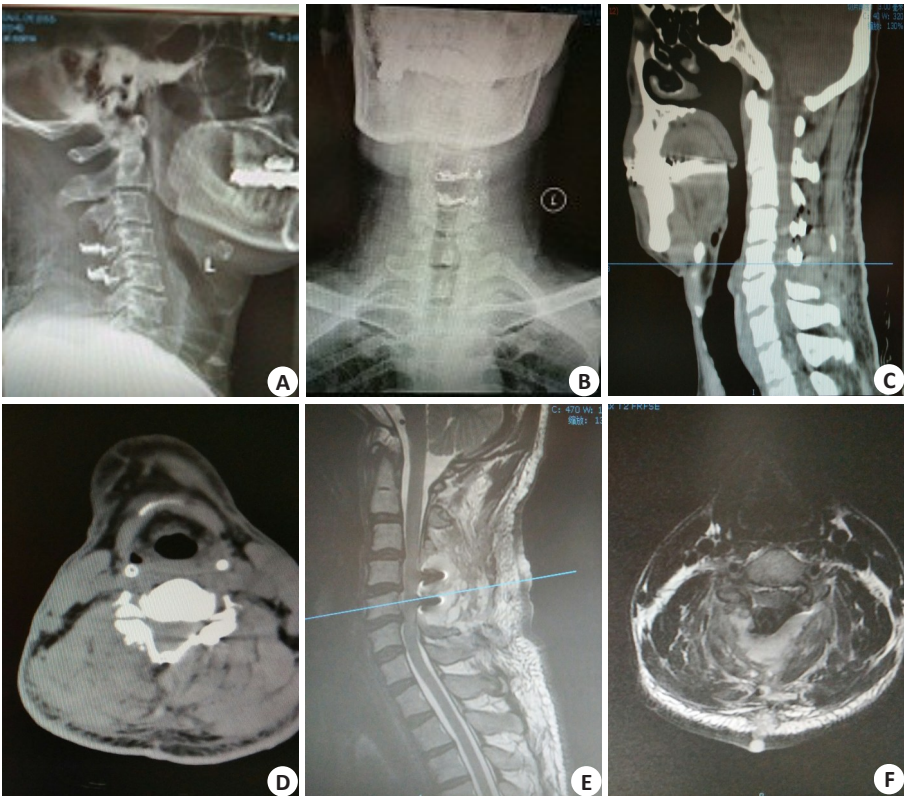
56岁男性患者,C5、C6椎体骨质增生致慢性SCI的术后DR、CT及MRI表现
